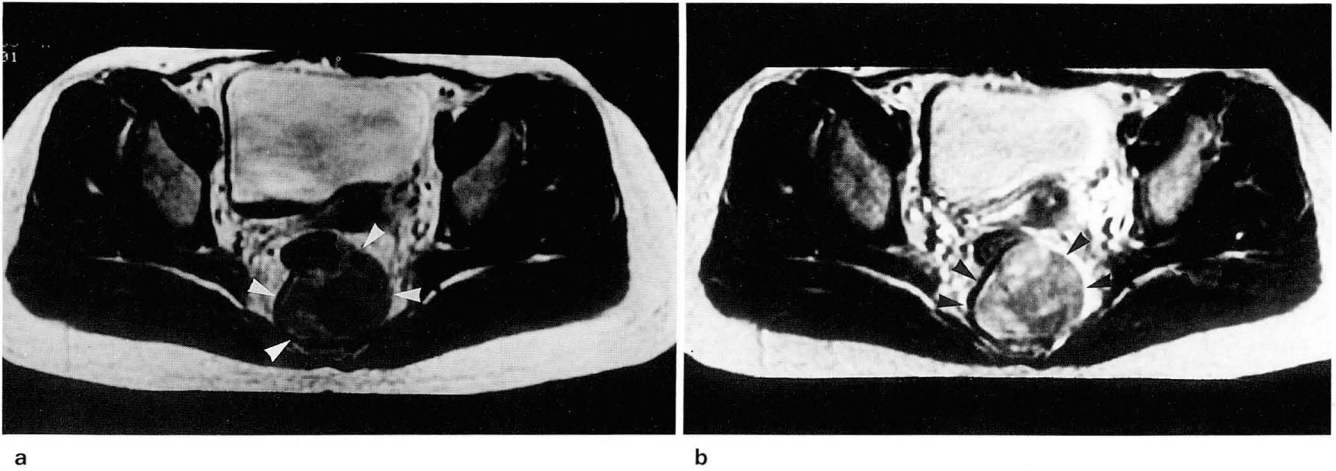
Presacral mass(arrowheads) shows inhomogeneous and low signal intensity on T1- weighted MR image(a), inhomogeneous and high signal intensity on T2-weighted MR image(b), inhomogeneous and moderate enhancement on post-enhanced T1-weighted sagittal MR image(c).
